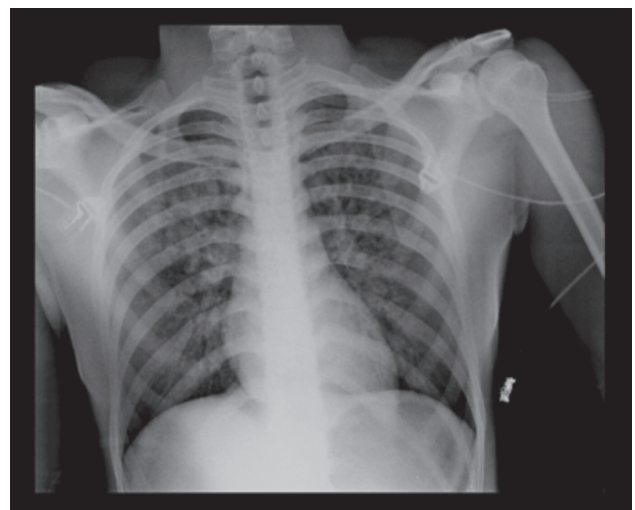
Radiografia do tórax 30 minutos após a instalação do quadro de insuficiência respiratória evidenciando infiltrado intersticial difuso bilateral
